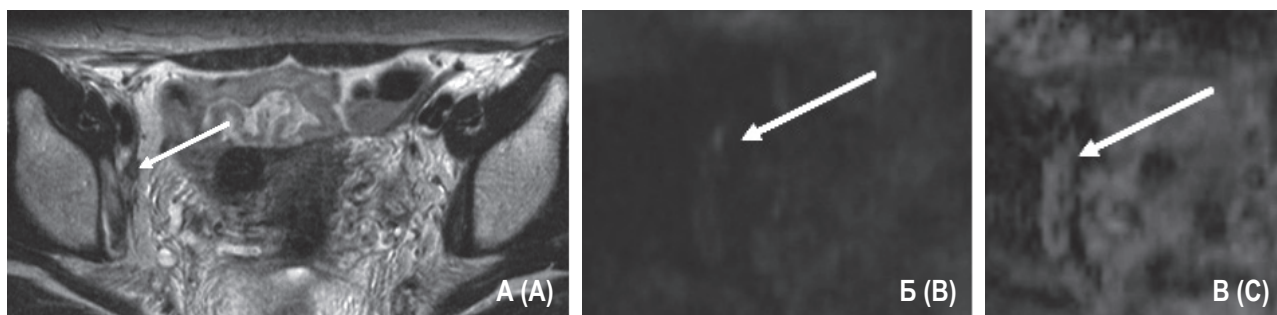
МР-изображение через 3 курса ПХТ (10.01.2020), T2-ВИ, ак (А) и DWI (Б) с построением ADC-карты (В)
